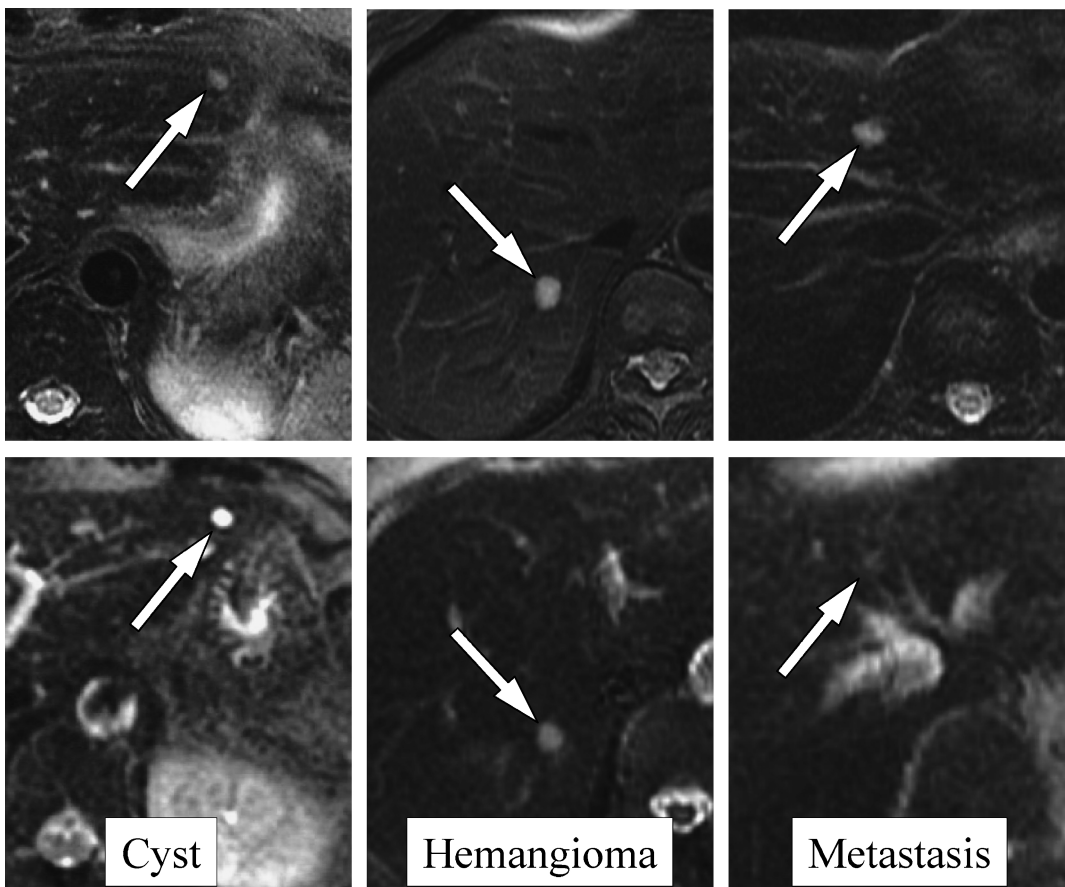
Differential diagnosis between liver metastasis, cavernous hemangioma, and hepatic cyst with heavily T₂-weighted MR imaging. All lesions (arrows on top-row images) on T₂-weighted fast spin-echo images (echo time of 80 ms) are shown as hyperintense to the same degree. However, lesions (arrows on bottom-row images) on heavily T₂-weighted single-shot fast spin-echo images (echo time of 90-150 ms) are shown with different degree of hyperintensity. Note that the cyst glares much but the metastasis does not, and the hemangioma is intermediately hyperintense.
